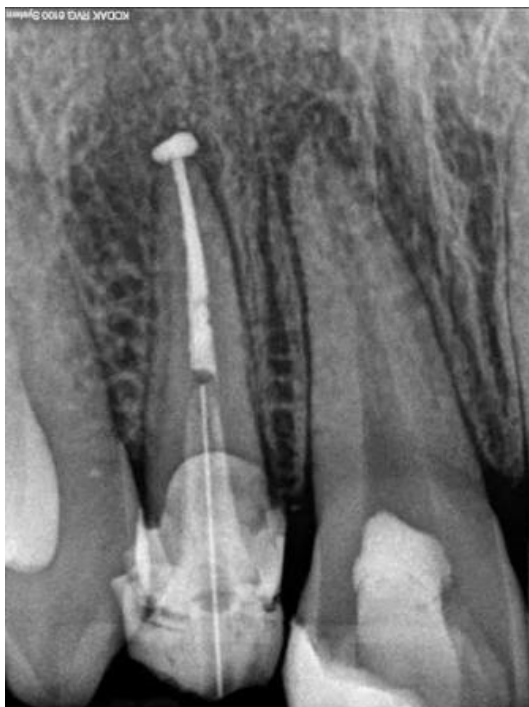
Radiografia final após tratamento endodôntico.
